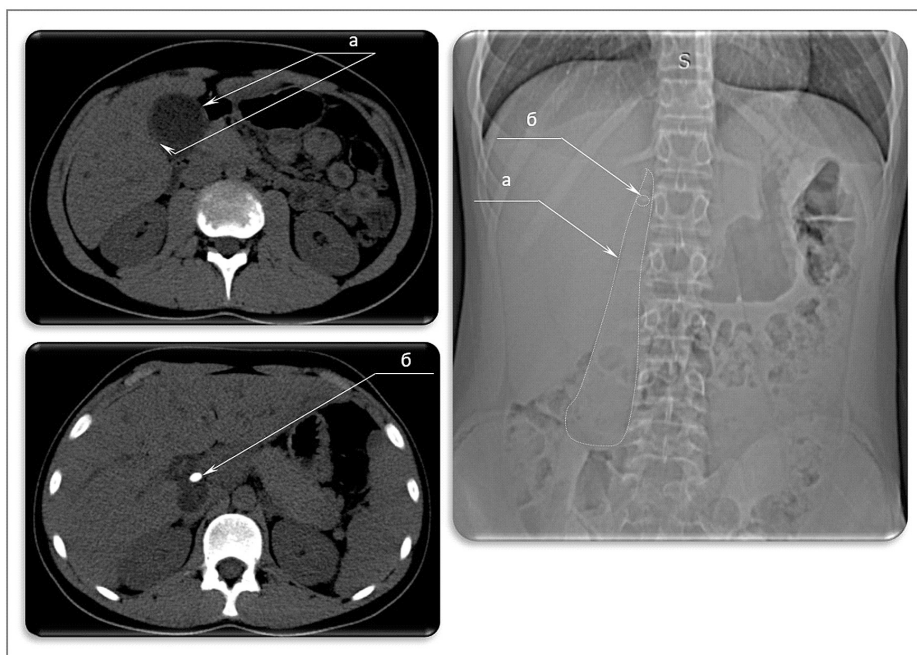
Компьютерная томограмма органов брюшной полости: а) увеличенный желчный пузырь с утолщенными стенками; б) конкремент в шейке желчного пузыря
